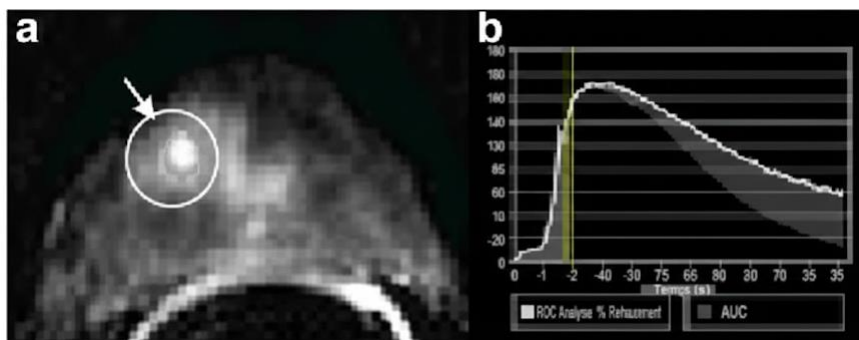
Sémiologie de la perfusion dynamique (DCE-MRI) :
